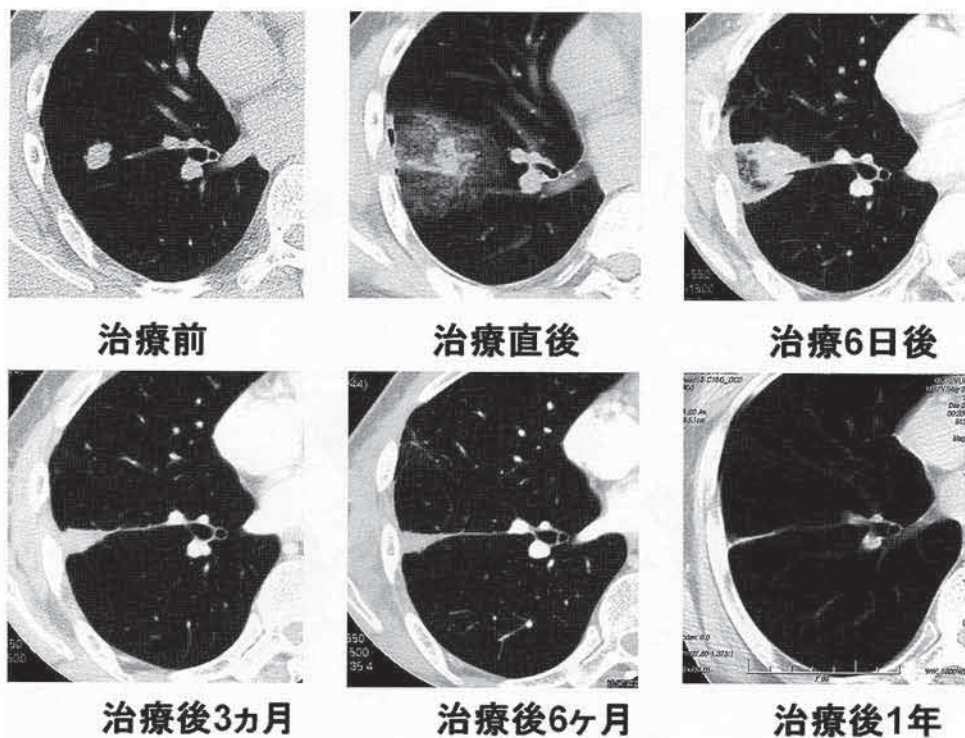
大腿原発滑膜肉腫の肺転移の症例の凍結治療後の肺組織の経時的変化 CT上凍結治療域は1年後には線状の癒痕組織となっている。本例においては凍結治療により局所根治が得られたと判断される。
